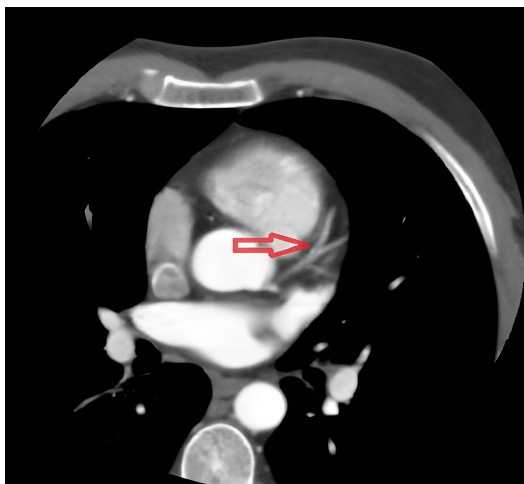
МСКТ-КА. Стрелкой указана ПМЖВ
